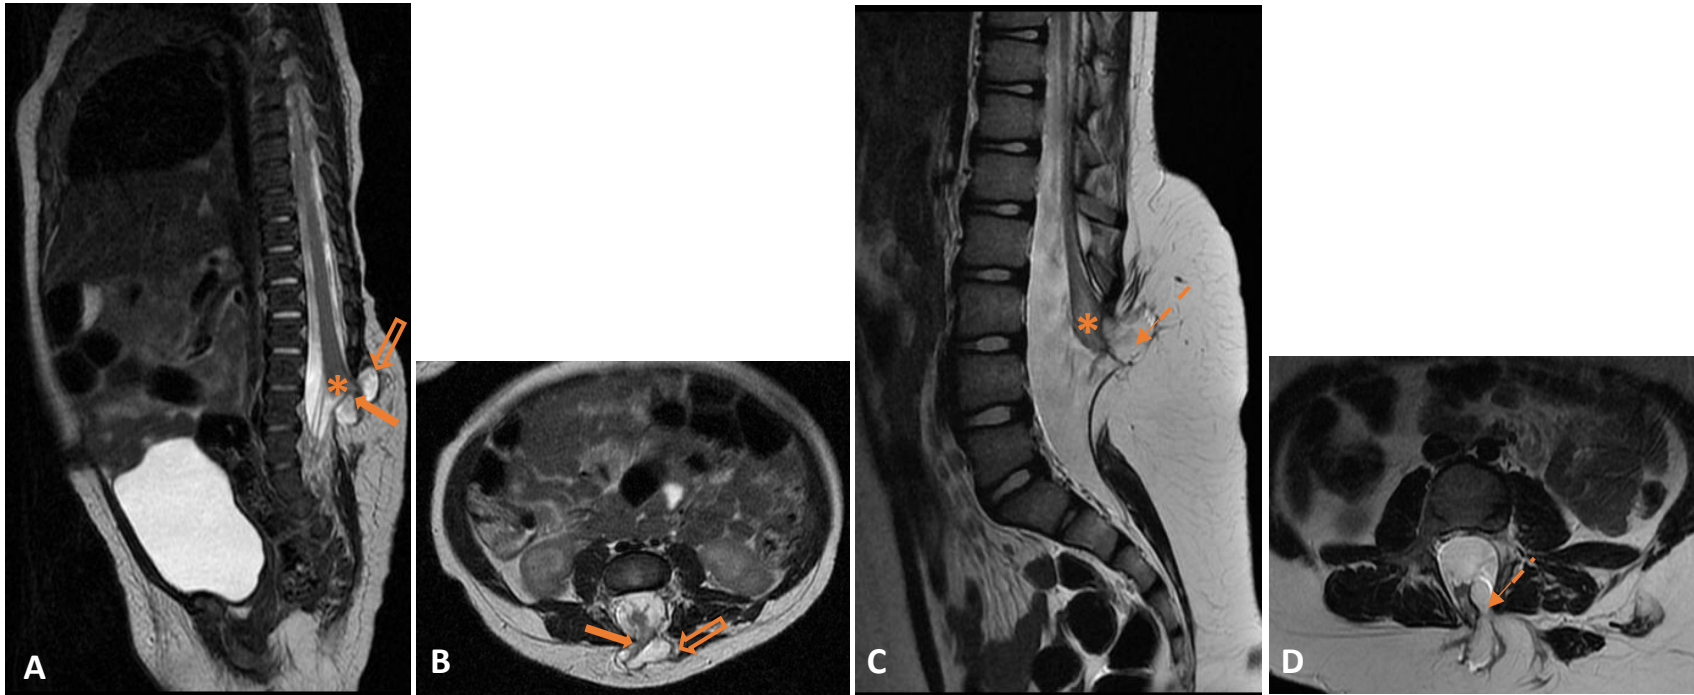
RM ponderada en T2 en planos sagital (A) y axial (B) de una recién nacida, en la que se aprecia defecto óseo de fusión lumbosacro L3-S1 asociado a un lipoma (flechas vacías), con dilatación del saco tecal y cono medular bajo a nivel de L4 (asterisco) y herniación a su través de la interfase placoda-lipoma, que sale fuera del canal espinal (flechas sólidas), hallazgos en relación con lipomielomeningocele. RM ponderada en T2 en plano sagital (C) y axial (D) de la misma niña a los 6 años tras intervención quirúrgica, en la que persiste resto de lipoma (flechas discontinuas) y médula anclada en L4 (asterisco).
